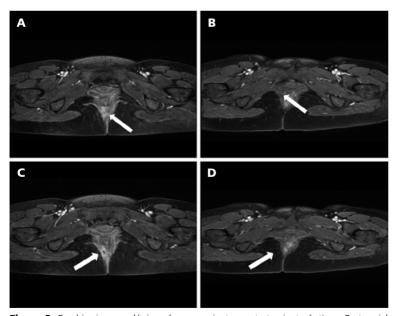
Cambios imagenológicos de una paciente con tratamiento óptimo. Corte axial RM ponderada en secuencia T1 luego de la administración de gadolinio. A la izquierda: imagen pre-quirúrgica donde se observa FP compleja a la hora 6 con absceso y área flegmonosa que abomba pliegue interglúteo. Engrosamiento inflamatorio rectal acentuado. A la derecha: persistencia de trayecto fistuloso sin evidencia de abscesos perirrectales ni áreas flegmonosas. Regresión engrosamiento inflamatorio pared rectal (21 meses de seguimiento).
